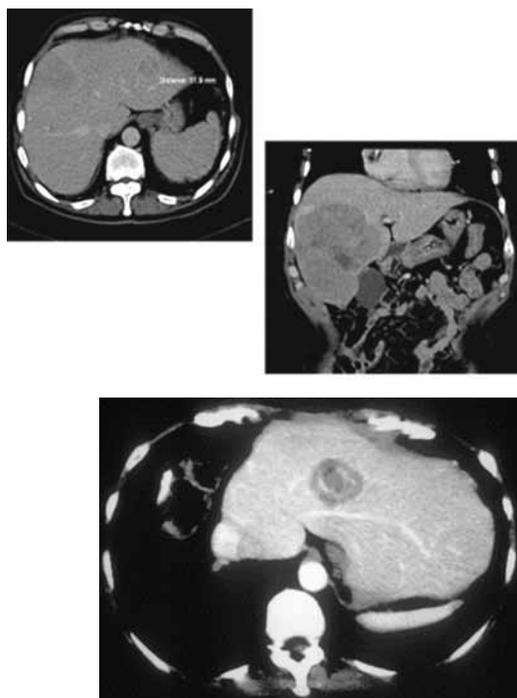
МСКТ при терапии радиочастотной абляцией
